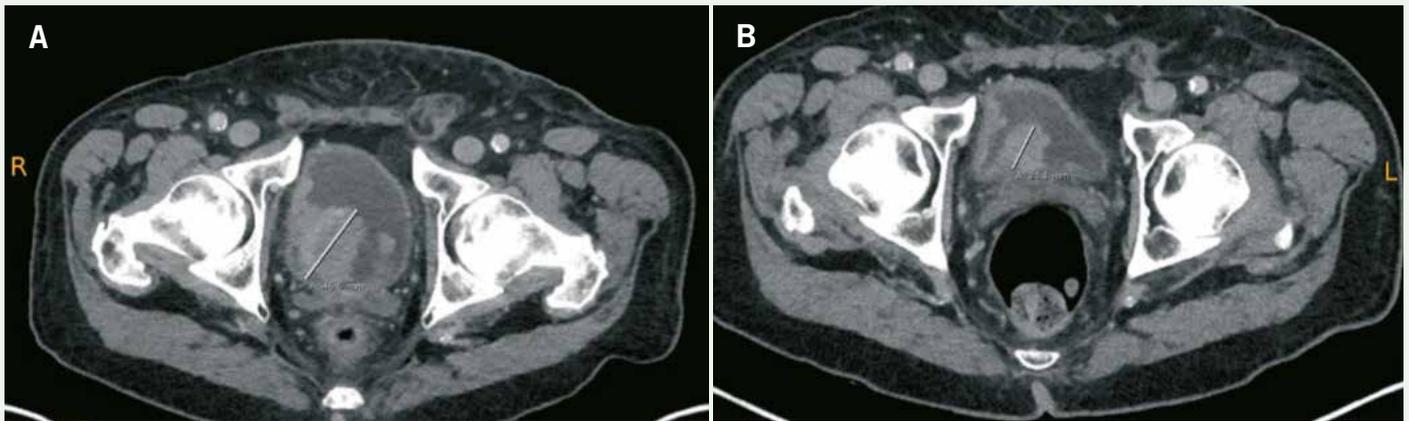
(A) CT vom 16.01.2023 und (B) vom 25.04.2023 zeigen partielle Remission unter Enfortumab Vedotin
